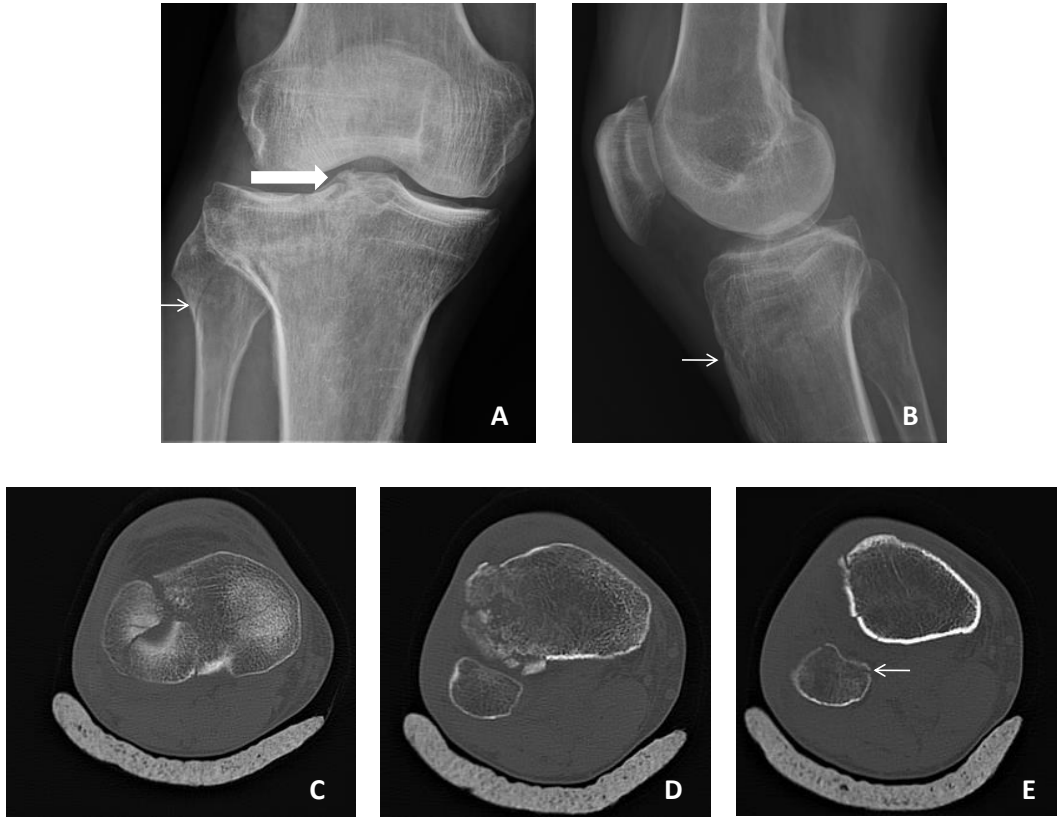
The knee images of a 58 years old male patient. A: Anterior-posterior XR image, thin arrow; fissure type fracture in fibula, thick arrow; tibia plateau fracture B: Lateral XR image, arrow; a compression in tibia (linear fracture), C: Axial CT image, a fragmented fracture in tibia that extends into the joint space, D: Axial CT image, the fragmented fracture in tibia, E: Axial CT image, arrow; a linear fracture in fibula.
